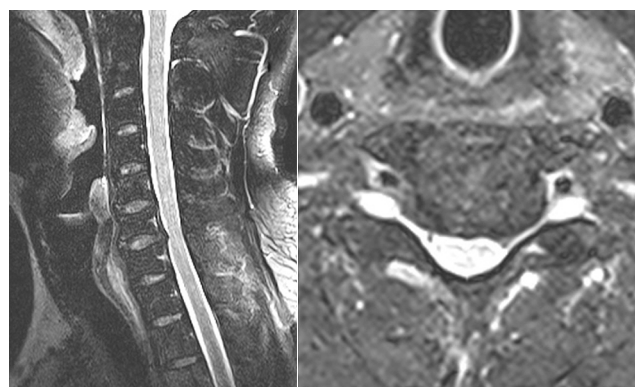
MRI 显示 C_{6,7} 椎间盘突出,C₆ 椎体右侧缘增生骨质压迫和纤维组织牵拉椎动脉变形
